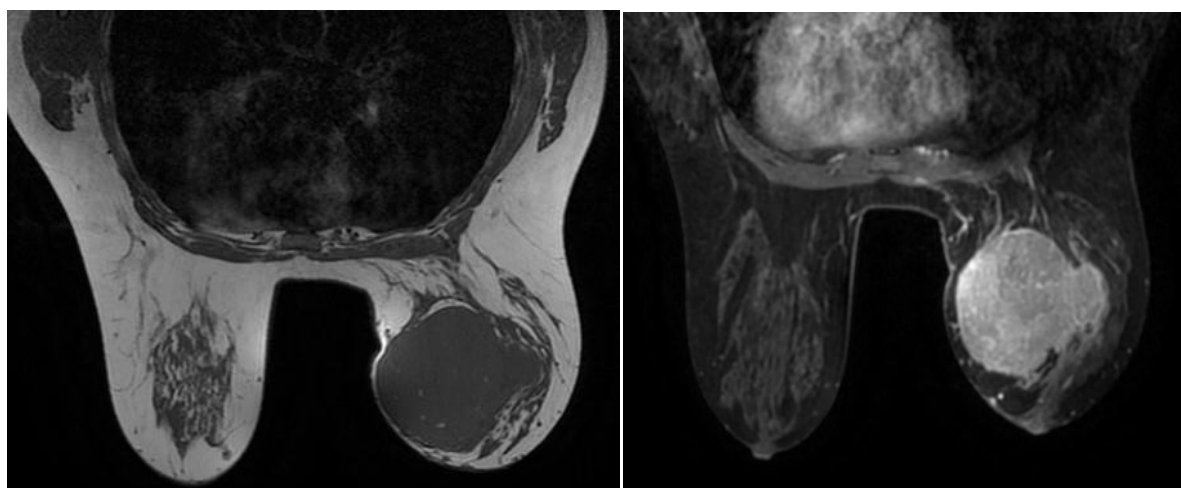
Imagerie IRM de notre patiente : à gauche, image IRM axiale pondérée en T1 montre une masse hypointense. À droite, image IRM axiale en T2 montre une image hyperintense
